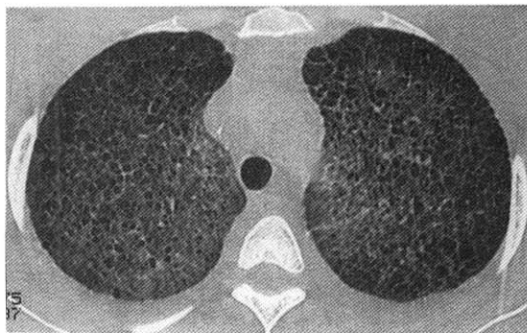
The chest high-resolution CT shows diffuse scattered tiny thin-walled cysts at carina level.
